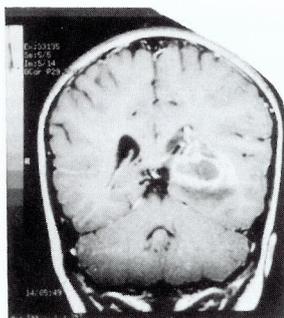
A RMN mostra uma lesão profunda esquerda, extensa.
